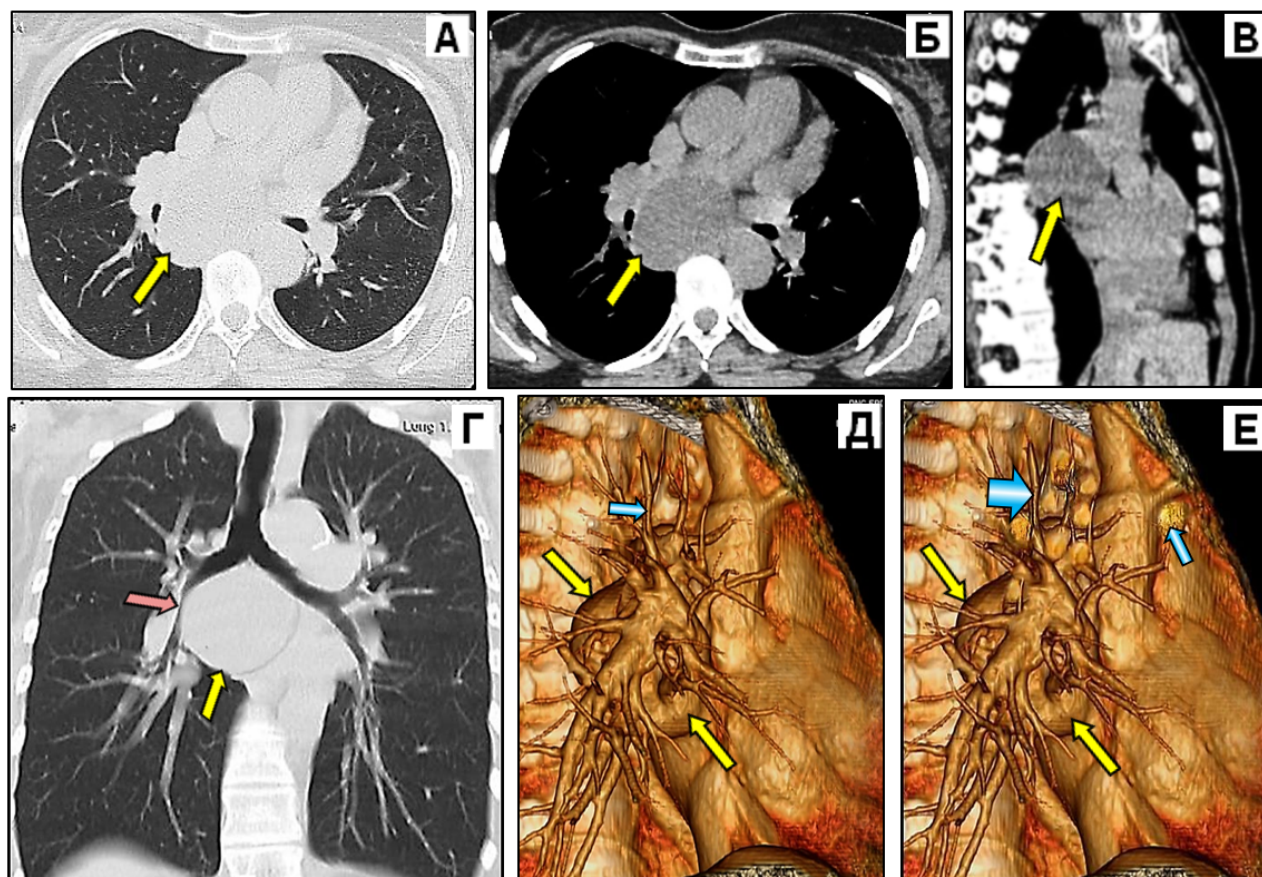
Больная Г, 63 года. МСКТ: (А) – аксиальный срез на уровне бифуркации трахеи, легочное окно. (Б) – аксиальный срез на том же уровне, мягкотканое окно; (В) – МПР, мягкотканое окно, правая боковая проекция; (Г) – МПР, фронтальная проекция, легочное окно; (Д) – объёмный рендеринг в правой боковой проекции; (Е) – объёмный рендеринг в правой боковой проекции (динамическое наблюдение через 3 мес.). На серии снимков бронхогенная киста обозначена желтыми стрелками, компрессируемый правый промежуточный бронх (Г) – розовой стрелкой; ВГЛУ (Д, Е в динамике) – синими стрелками.
